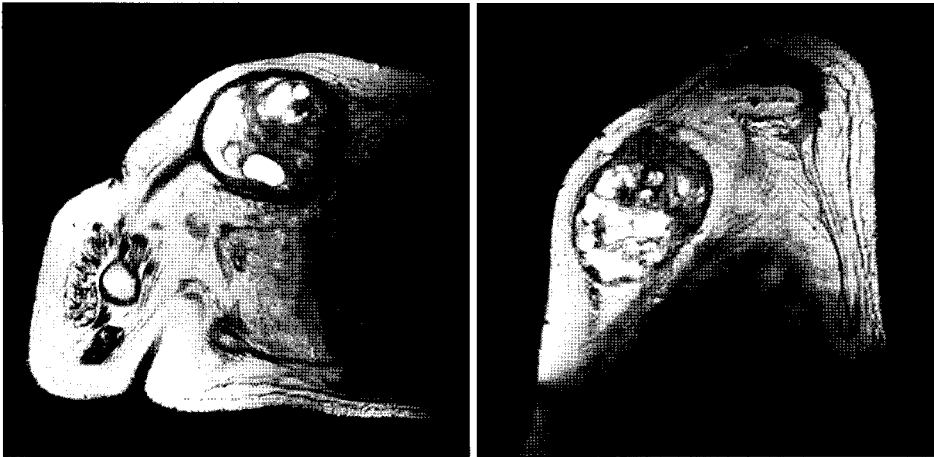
T2 weighted image of MRI shows soft tissue tumor in the pectoralis major with extension along the tendon of it, and cystic degeneration in the well encapsulated mass, and no invasion to the thoracic bony structures.
